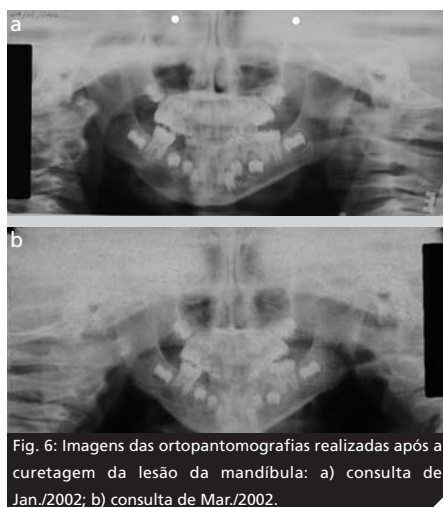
Imagens das ortopantomografias realizadas após a curetagem da lesão da mandíbula: a) consulta de Jan./2002; b) consulta de Mar./2002.
